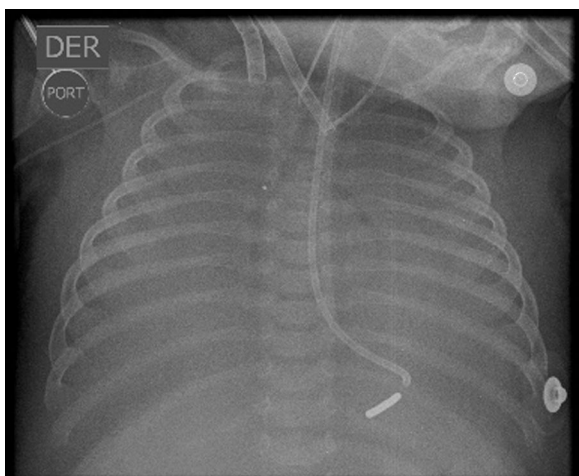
Radiografía de tórax una vez se inicia la terapia extracorpórea.
